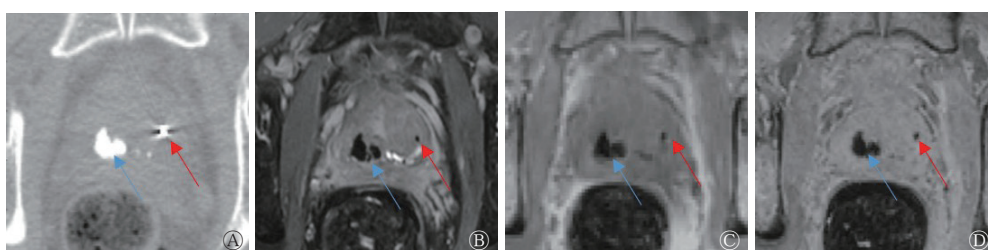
前列腺癌患者(57岁)放疗中GFM置入后的CT和3种MRI序列扫描图像 A为CT轴位图像,左右两侧高亮度影分别为钙化点(蓝色箭头所示)和GFM(红色箭头所示);B~D分别为bSSFP、SPGR、GRE序列图像,左右两侧无信号区分别为钙化点(蓝色箭头所示)和GFM(红色箭头所示)。GFM为黄金基准标志物;CT为计算机断层摄影术;MRI为磁共振成像;bSSFP为平衡稳态自由进动序列;SPGR为扰相梯度回波序列;GRE为梯度回波序列
